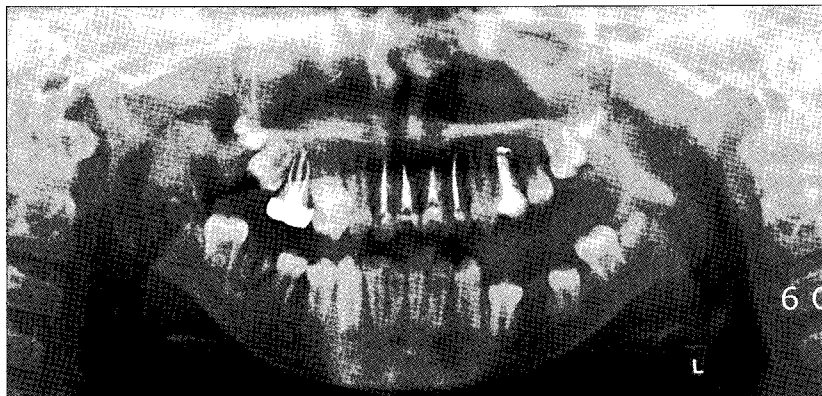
Radiographic view after caries control.
